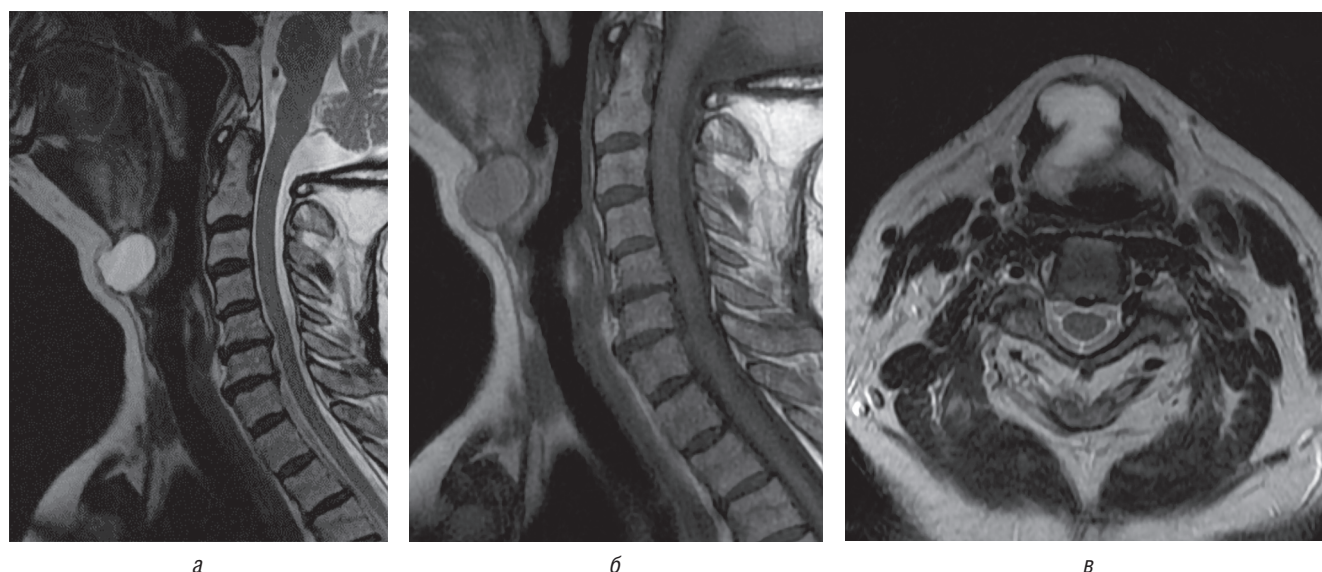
Пациентка С., 70 лет. Визуализация срединной кисты шеи: а, б — МРТ мягких тканей шеи, T2-ВИ и T1-ВИ в сагиттальной плоскости. В проекции срединных отделов шеи визуализируется кистозное образование, имеющее гиперинтенсивный МР-сигнал по T2-ВИ и изоинтенсивный по T1-ВИ; в — МРТ мягких тканей шеи, T2-ВИ в аксиальной плоскости, визуализируемая киста находится вблизи подъязычной кости
